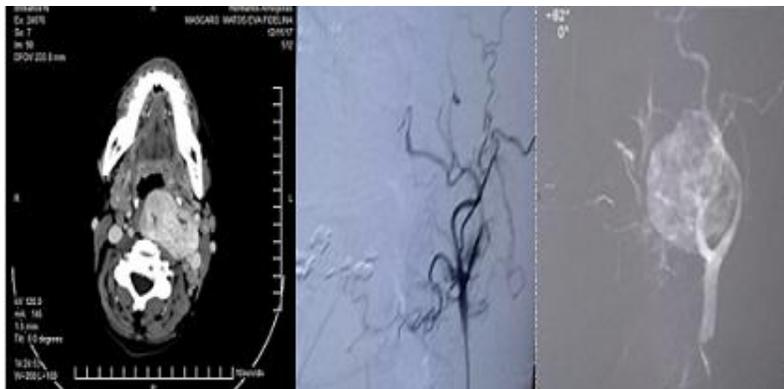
Angiotomografía y embolización
